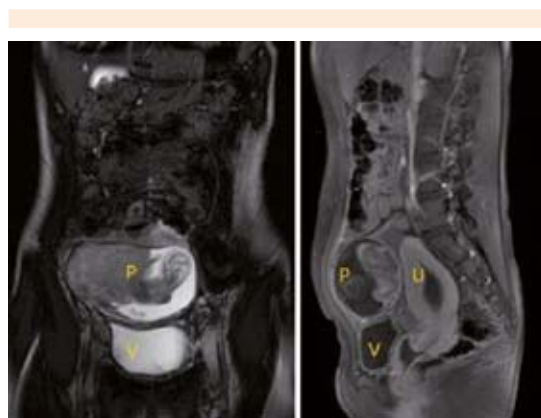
Imagen de embarazo ectópico por ecografía abdominal. Vejiga (V). Útero (U). Producto (P).
